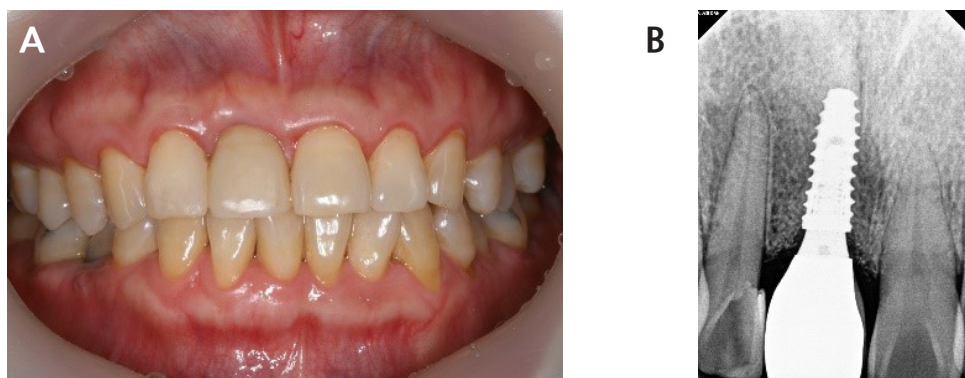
Clinical and radiographic views after final crown delivery: (A) Anterior clinical view, (B) Periapical x-ray view.
